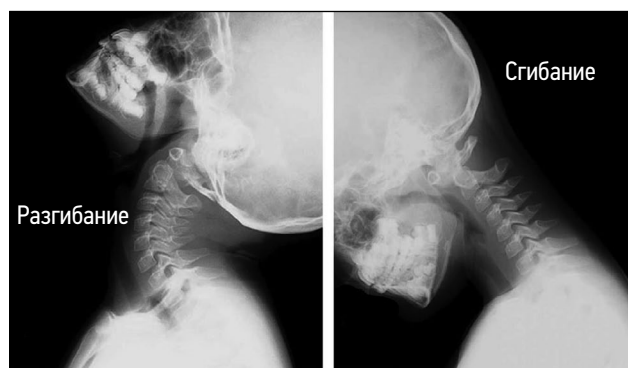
Функциональная рентгенография шейного отдела позвоночника у пациента с явлениями атлантоаксиальной нестабильности на фоне зубовидной кости [31].
